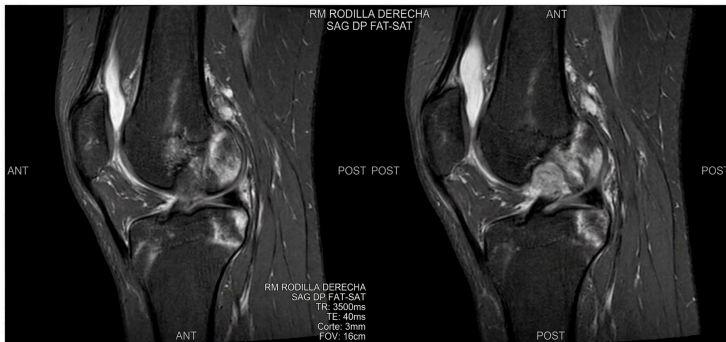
(referencia descriptiva): RM de rodilla derecha en secuencia sagital DP Fat-Sat (TR/TE 3500/40 ms, grosor de corte 3 mm, FOV 16 cm). Se aprecia discontinuidad completa del ligamento cruzado anterior con señal heterogénea difusa en su trayecto, ausencia de bandas hipointensas normales y edema óseo concomitante en la región posterolateral del platillo tibial y cóndilo femoral lateral, compatibles con lesión de contragolpe por mecanismo pivote. Hallazgos diagnósticos de rotura aguda completa del LCA.
